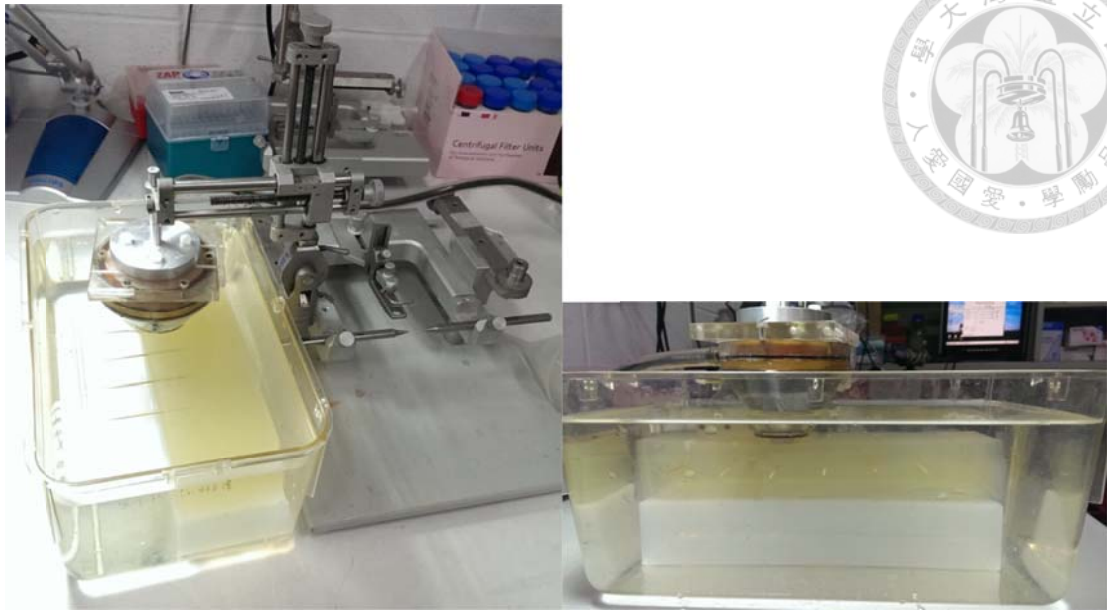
仿體實驗配置圖。將凝固後的蛋白仿體放入一個大型水槽內，並支撐於一定高度，將水槽內倒滿去氣水，使蛋白仿體完全沒入水中。隨後將聚焦式超音波探頭上方安裝一個事先準備好的椎形壓克力容器，並由上方開口處沿容器邊緣倒滿去氣水，用保鮮膜將開口處封住，而後把氣泡去除，並用橡皮圈固定，再將聚焦式超音波探頭連接線處安裝好，將控制系統及功率放大器連接完成，最後把探頭安裝至定位儀上，以便接下來超音波施打位置的校正。
